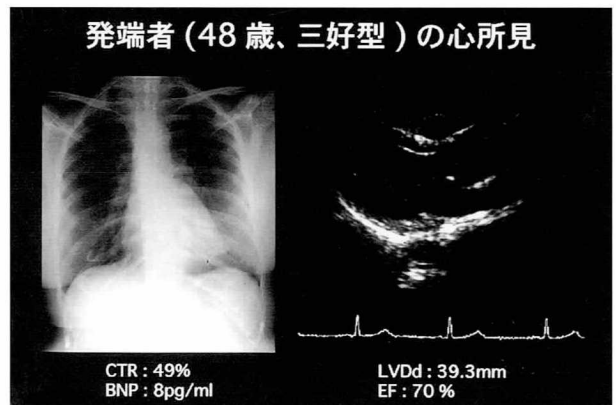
症例1の胸部X線像(左)と心臓超音波検査像(右)。心陰影の拡大はなく、心臓超音波像にも明らかな異常所見はみられなかった。ともに正常の像である。
